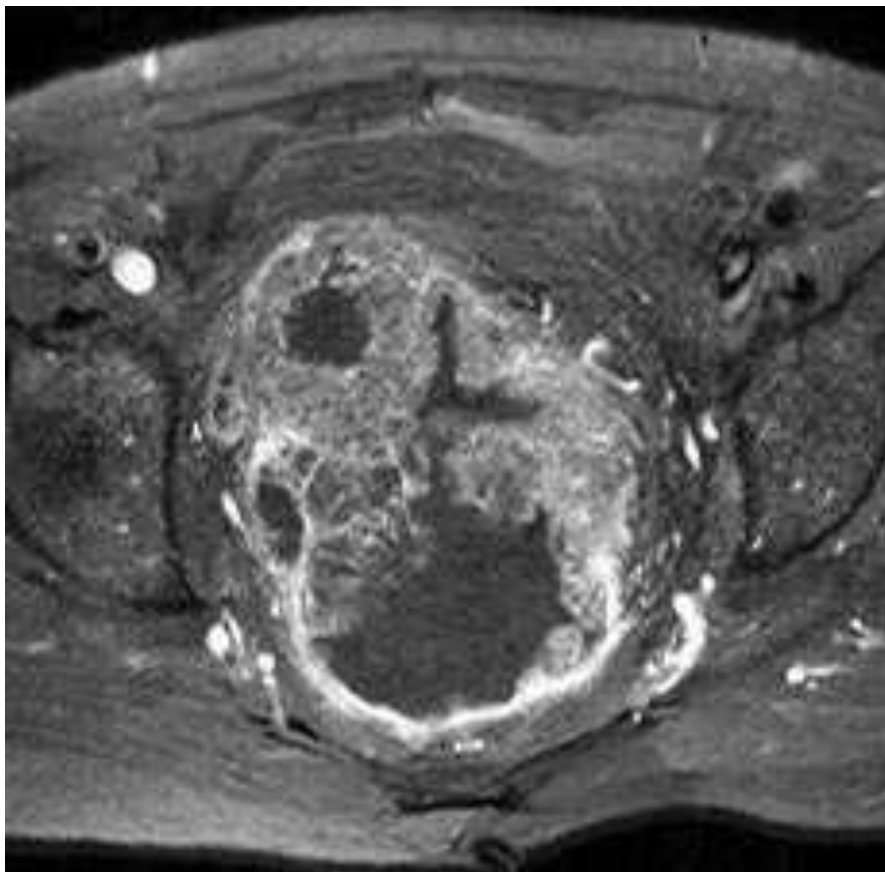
Adénocarcinome rectal mucineux. IRM séquence EG pondérée T1 fat sat après injection de gadolinium, plan axial. Rehaussement pariétal tumoral hétérogène. [15]
